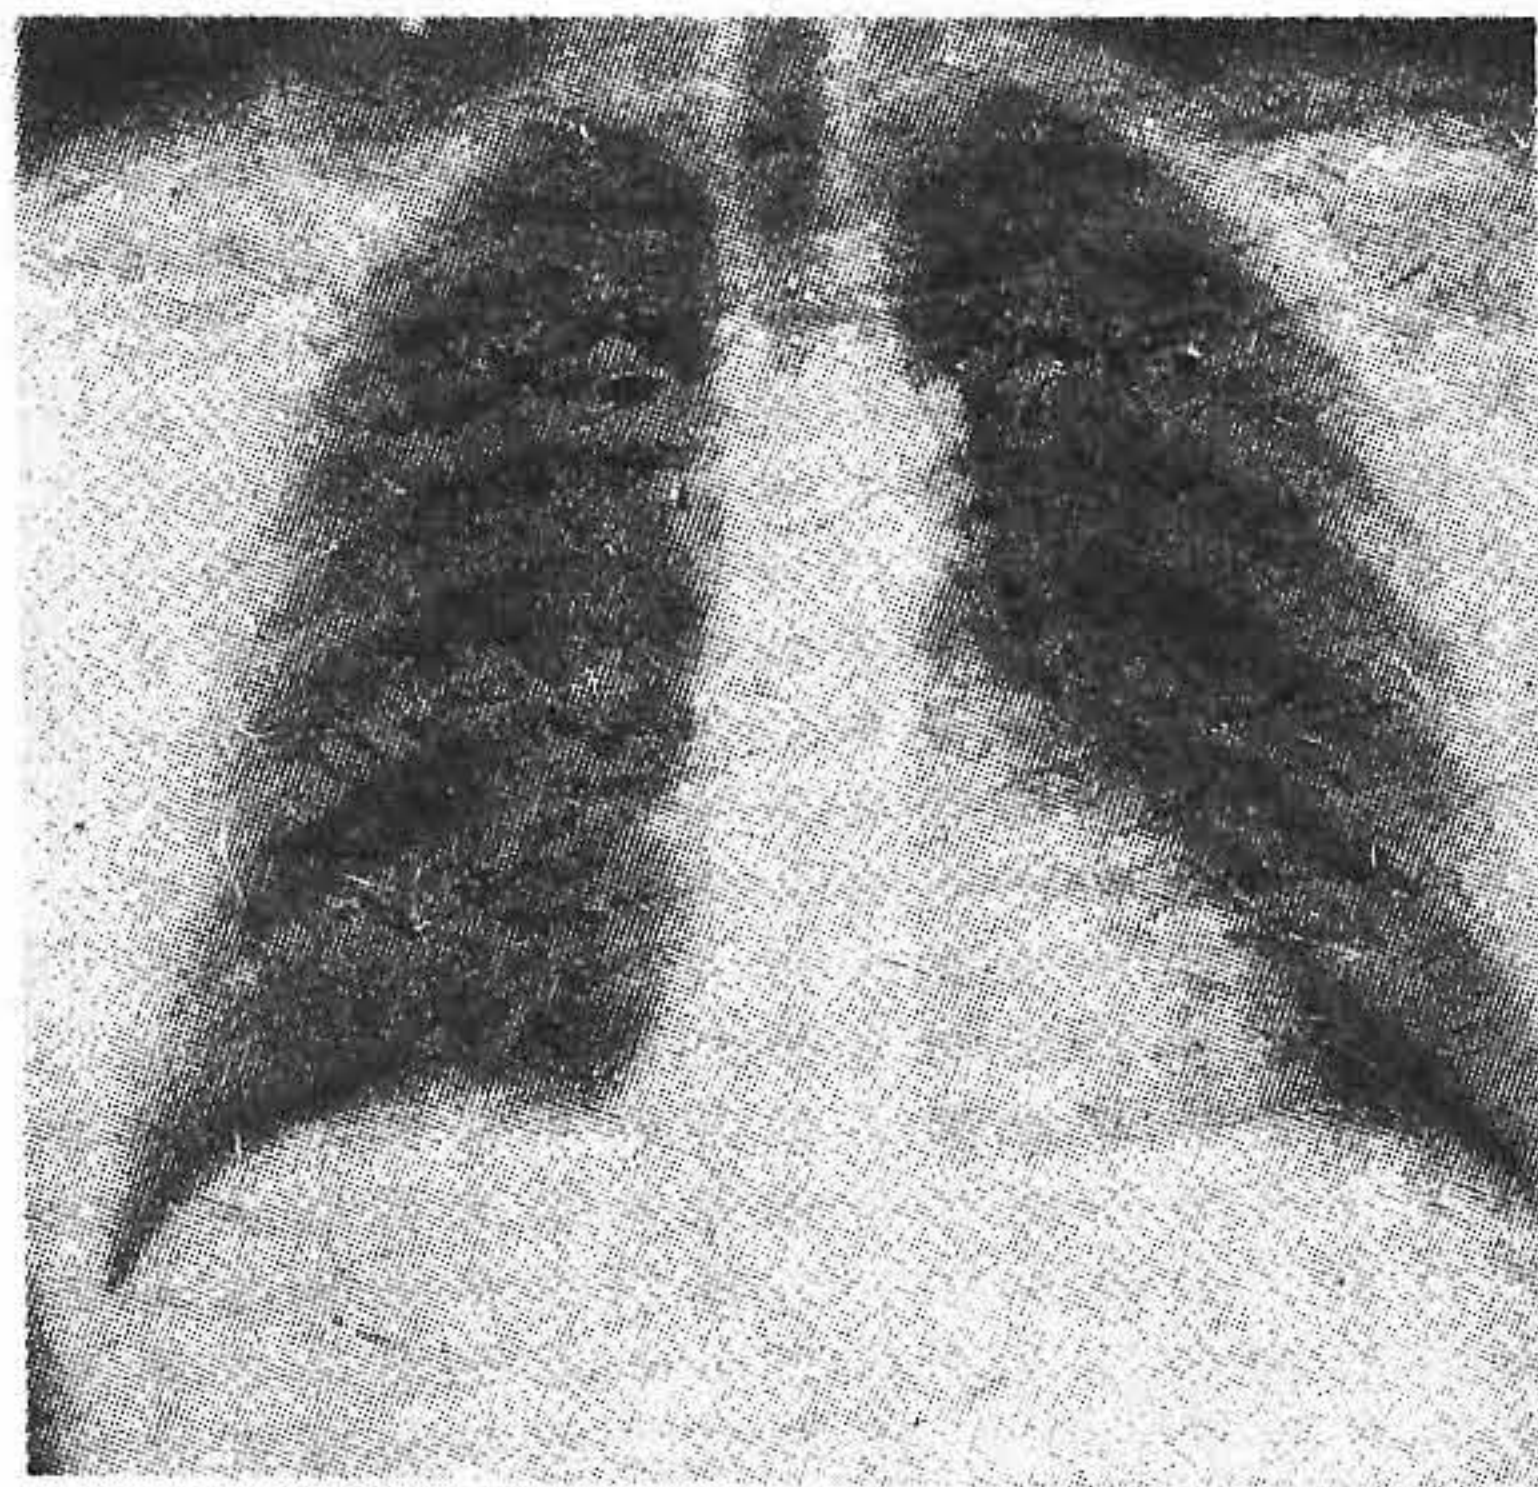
Типичная рентгенограмма грудной клетки.
